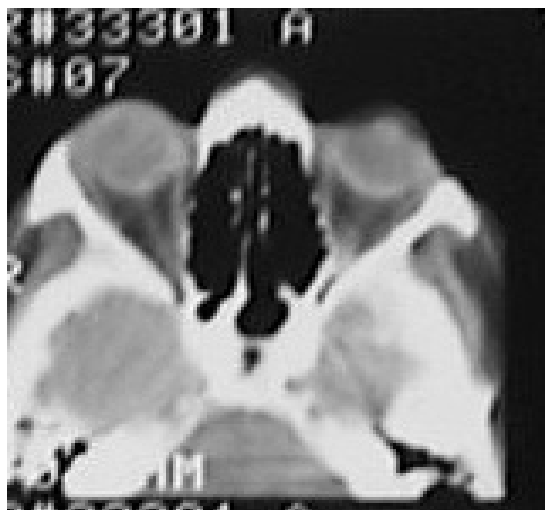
На компьютерной томограмме ОНП. Пневматизация клиновидной пазухи и клеток решетчатого лабиринта достаточная
